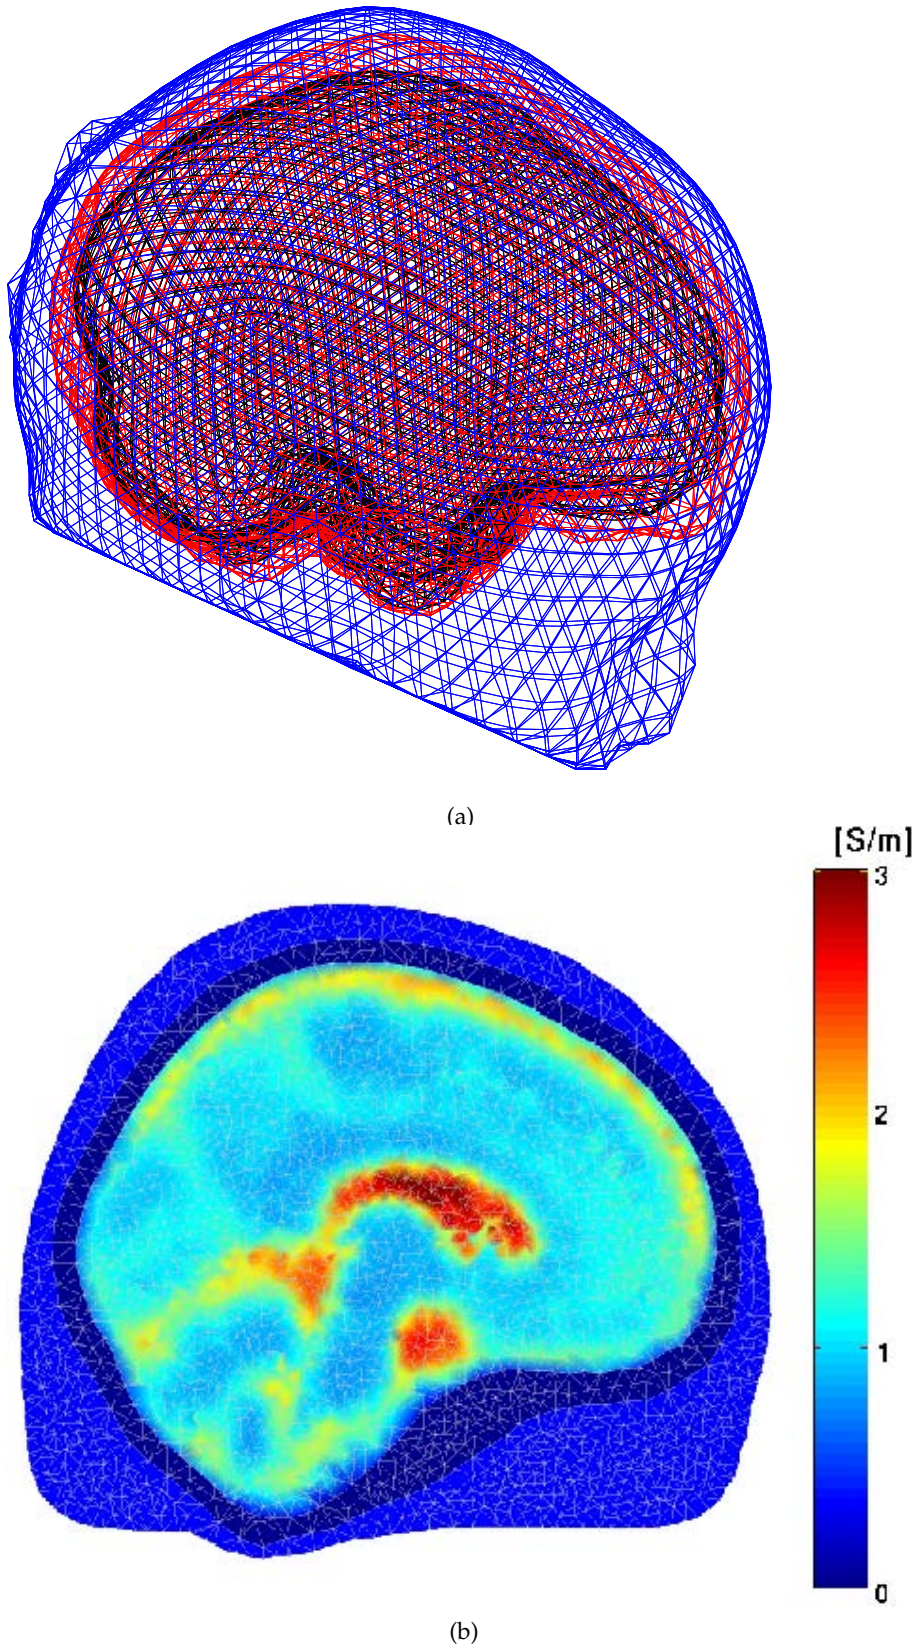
a) Mallado superficial de los tejidos segmentados. Se observan las mallas de las interfases aire - cuero cabelludo en azul, cuero cabelludo - cara externa del cráneo en rojo y cara interna del cráneo - cerebro en negro. b) Mallado volumétrico de la cabeza basado en el atlas de MRI ICBM 152 (Mazziotta et al., 2001) y en el atlas de DTI (Mori et al., 2008). Se observa en escala de colores la conductividad promedio de cada elemento de volumen.
